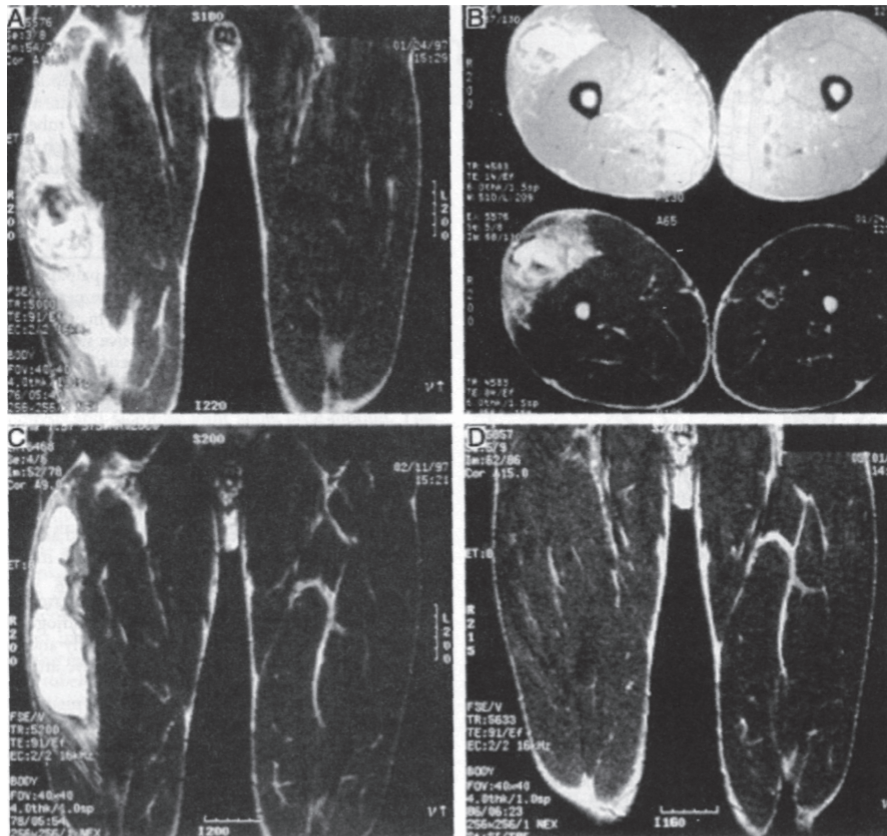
Фронтальні й аксіальні МРТ зображення забитого місця м'яза.
